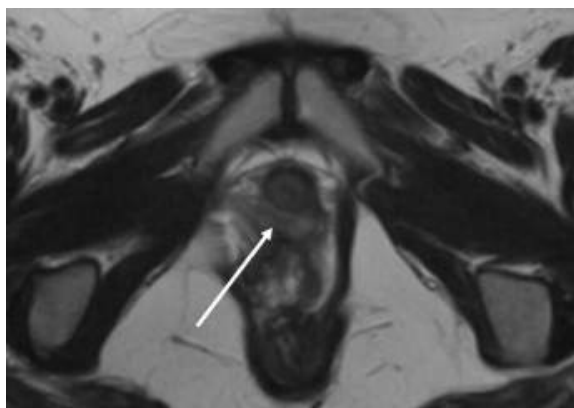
МРТ, T2- взвешенные изображения, аксиальная плоскость: деформация задней полуокружности уретры с наличием за ней дополнительного компонента (стрелка).
